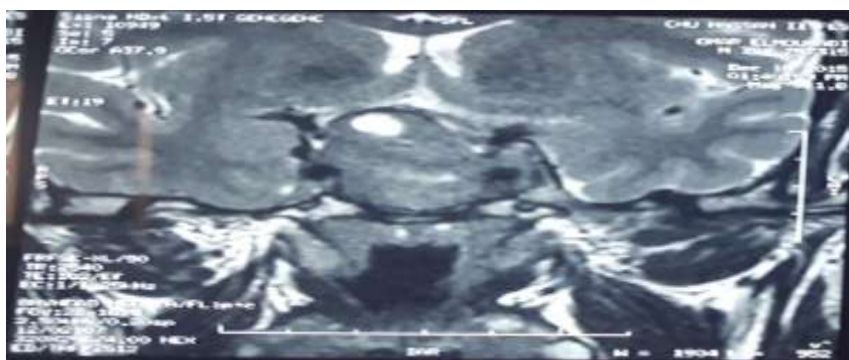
Image d'IRM hypophysaire, en coupe frontale, montrant le macroadénome hypophysaire qui englobe ; à droite ; l'artère carotide interne sur 180° de circonférence.
